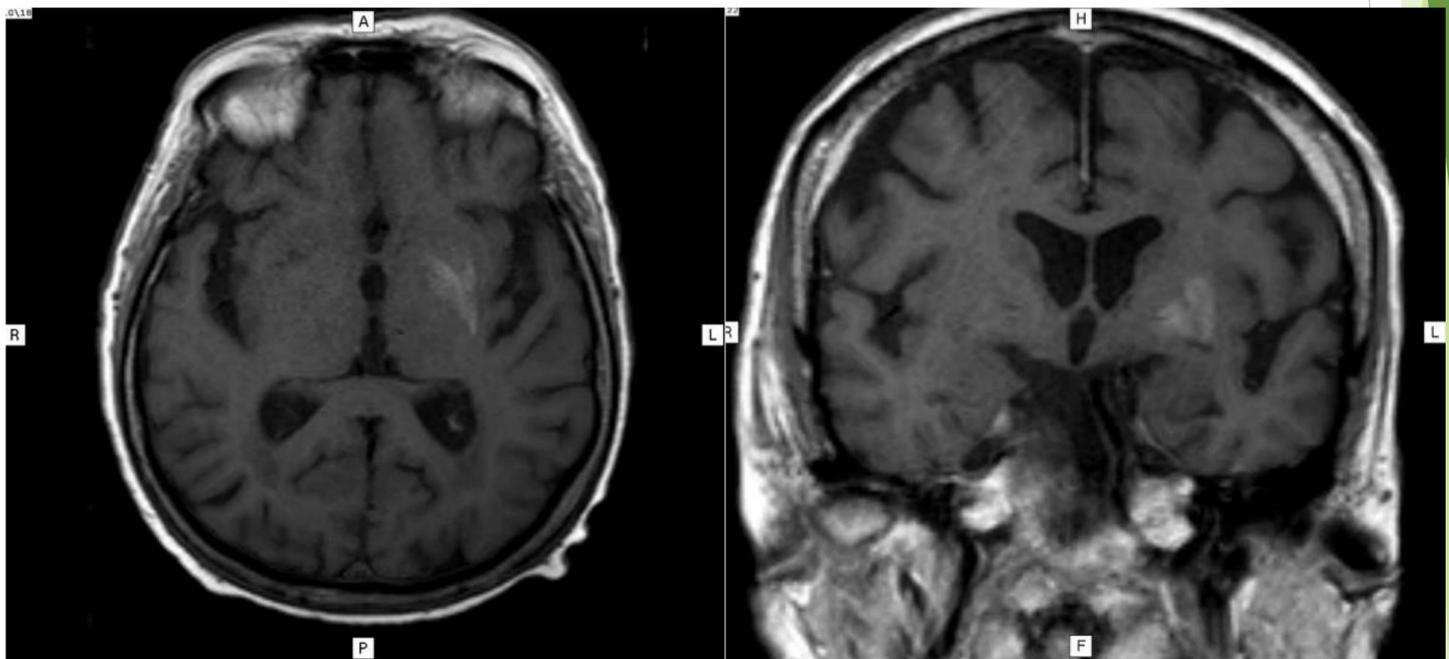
RM: Hiperintensidad de señal espontánea en T1 del núcleo lenticular izquierdo, sin restricción en difusión ni modificaciones significativas posgadolinio.
